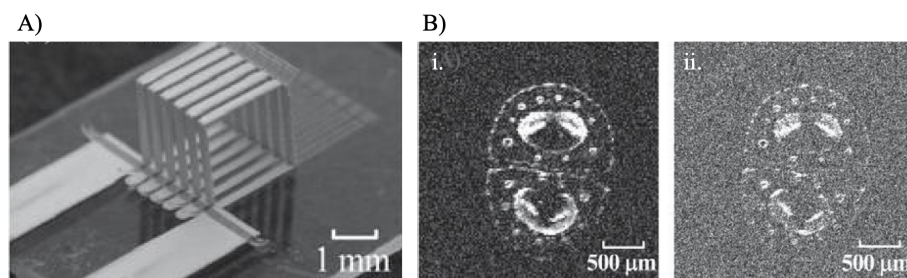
(A) Photographie du micro-solénoïde possédant une taille de 2 mm et 6 enroulements. (B) Images IRM d'aiguilles de pin acquises avec le micro-solénoïde de 4.5 mm et de 4 enroulements. Les résolutions des images étaient (i) de $23 \times 23 \times 1000 \mu\text{m}^3$ et (ii) de $12 \times 12 \times 1000 \mu\text{m}^3$. [Dohi *et al.* (2007)].
